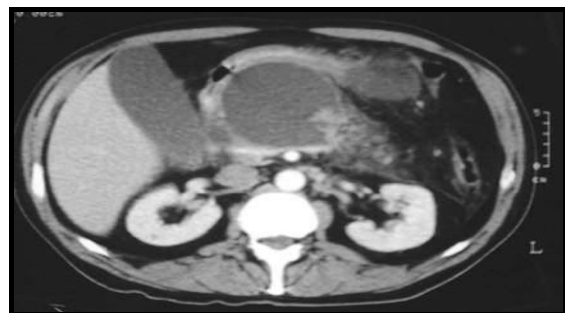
image échographique d'un faux kyste Fig46 :Image scannographique d'un pseudo kyste
